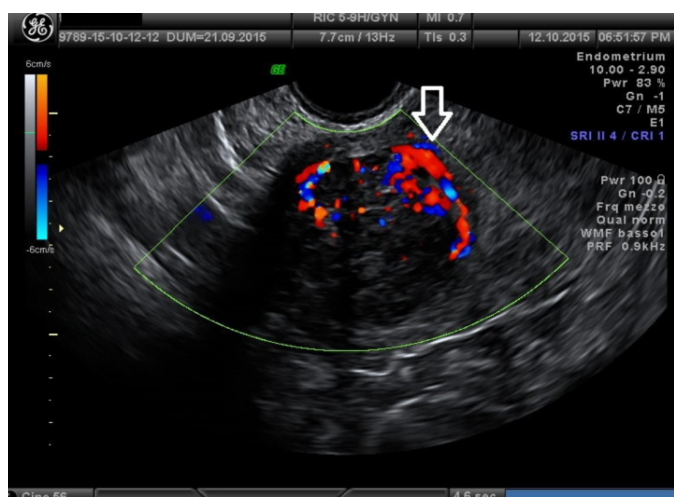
Ecografía transvaginal del anillo de fuego de la pseudocápsula (flecha blanca) utilizando el doppler color.
